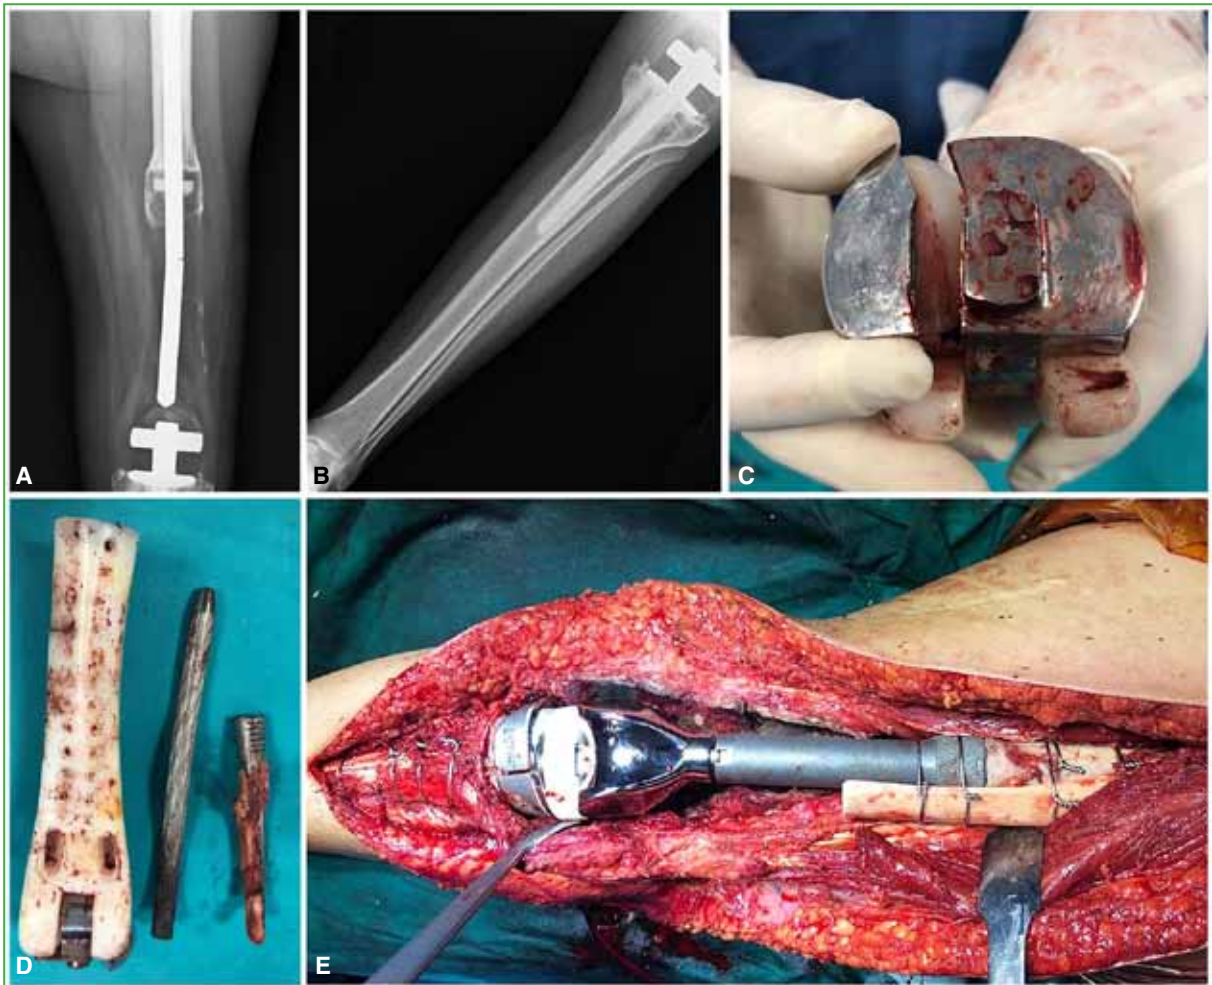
Revisión de prótesis no convencional de fémur distal por rotura del implante. A y B. Radiografías de fémur, rodilla y tibia izquierdos, de frente, preoperatorias. C y D. Imágenes intraoperatorias del implante roto. E. Imagen intraoperatoria del resultado final.
